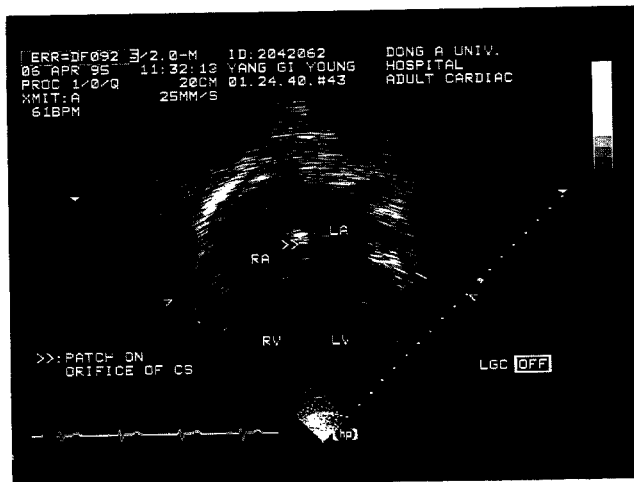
술 후 시행한 심장초음파 소견. 심방중격과 관상정맥동에 patch가 잘 부착되어 있었고 우심방, 우심실, 관상정맥동의 크기가 감소해 있다.
